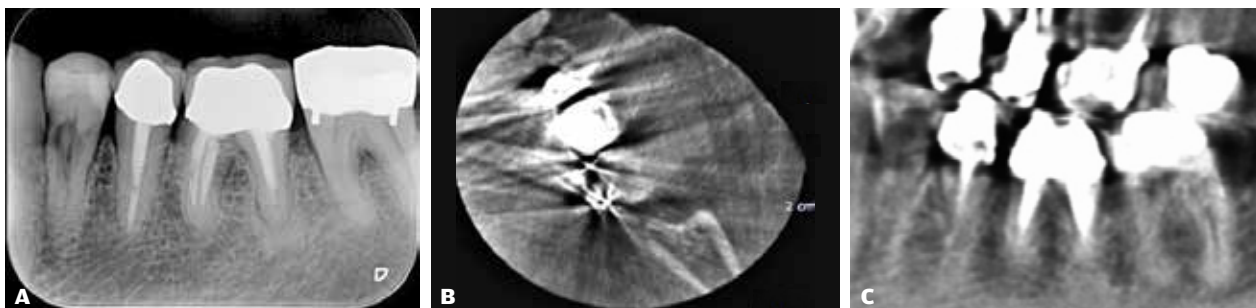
Eksempel på en patient med cervikal resorption i roden 34, der tydeligt ses på det periapikale billede (A). B og C viser et aksialt og et sagittalt CBCT-snit, hvor der er udtalte metalartefakter.
